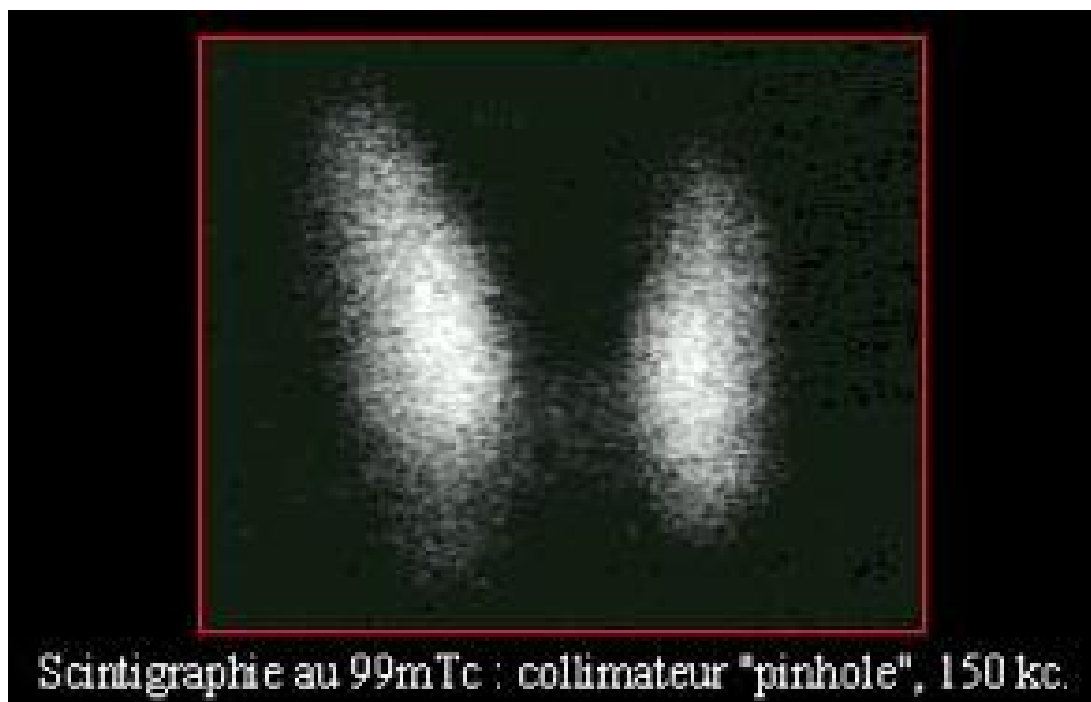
Aspect scintigraphique normal de thyroïde
